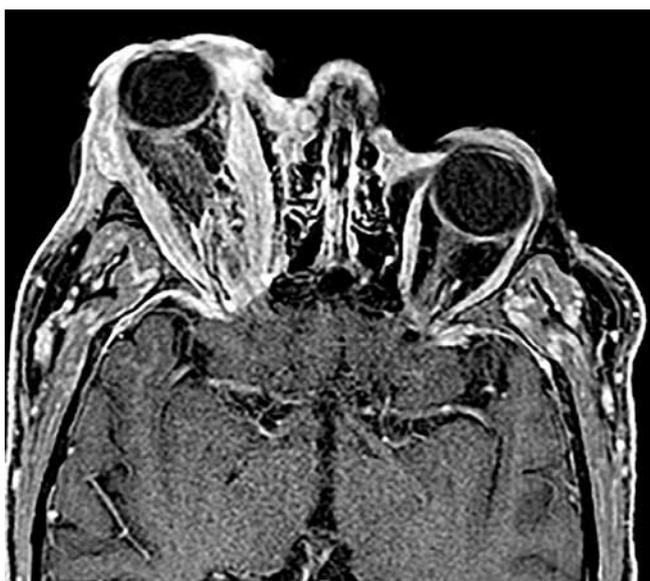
Магнитно-резонансная томограмма: на фоне экзофтальма справа определяется остаточный кровоток в артериовенозной мальформации через ветвь правой средней оболочечной артерии
